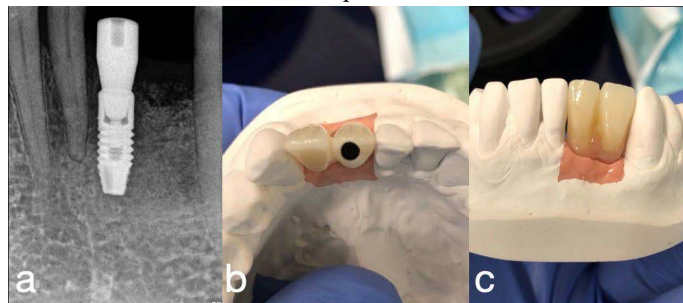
a - x-ray after placement of the healing abutment; b, c - prosthetics on the implant.
